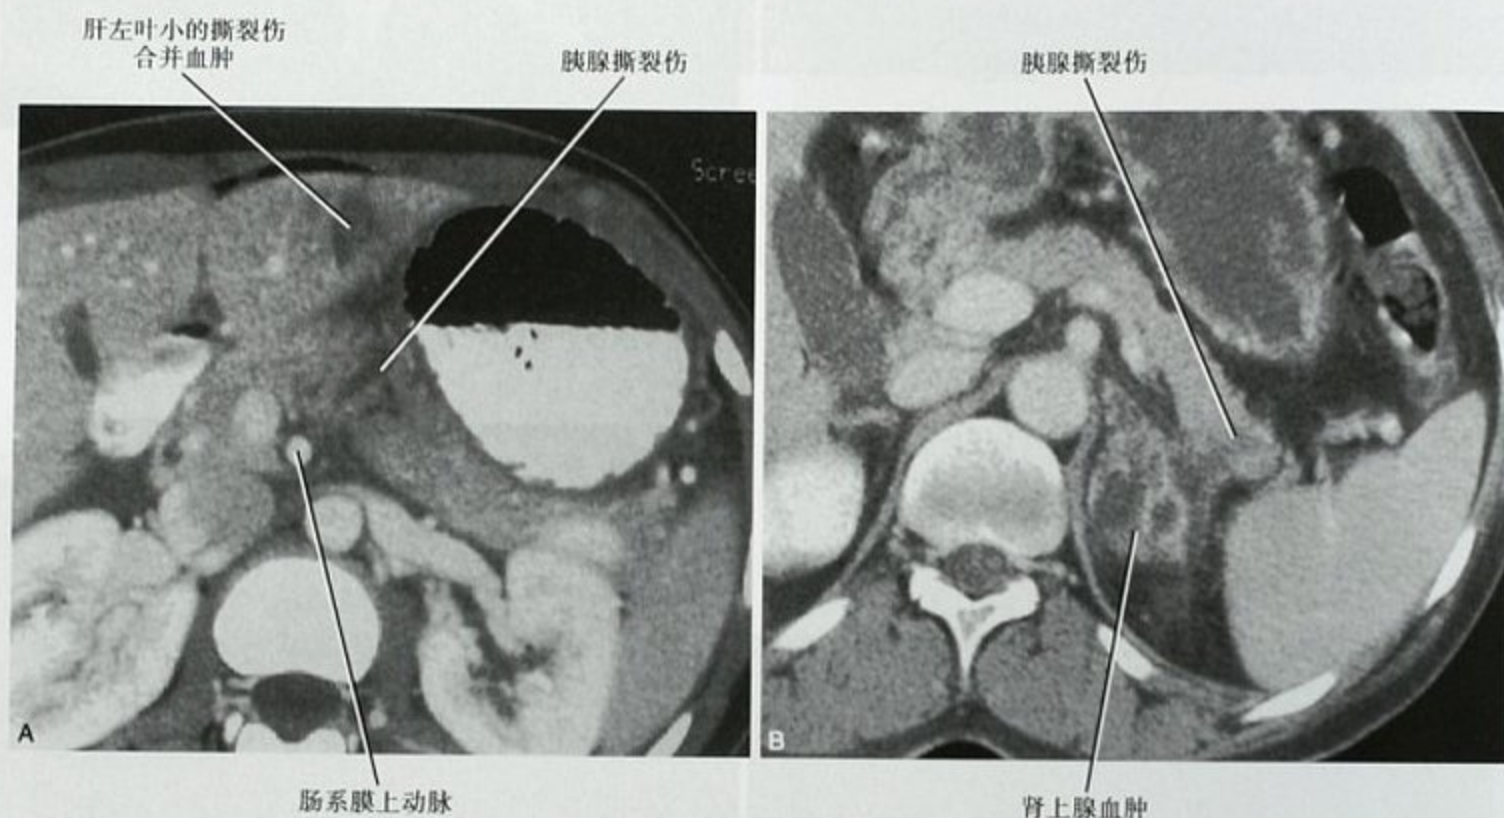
两位不同患者胰腺损伤的附带伤。A. CT增强检查显示患者受暴力伤后胰腺撕裂伤合并肝脏撕裂;B. 另一位车祸患者,CT增强检查可见胰腺撕裂伤同时合并左侧肾上腺血肿
